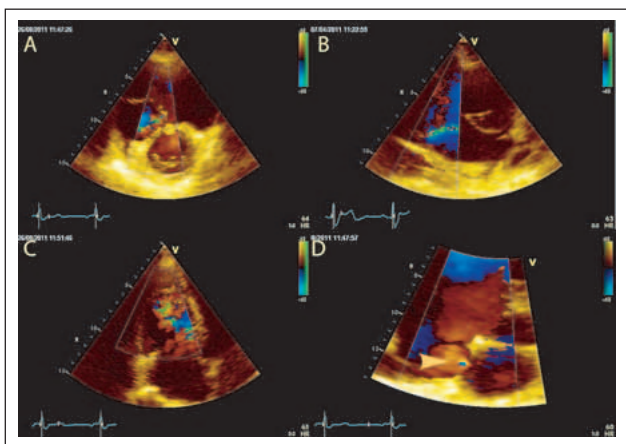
Im Farbdoppler milde Trikuspidalinsuffizienz im parasternalen Querschnitt (A), im rechtsventrikulären Einflusstraktschnitt (B) und im apikalen Schnitt (C). Turbulenter Farbdopplerfluss im Bereich des interatrialen Septums bei bekanntem kleinen ASD II (D).
